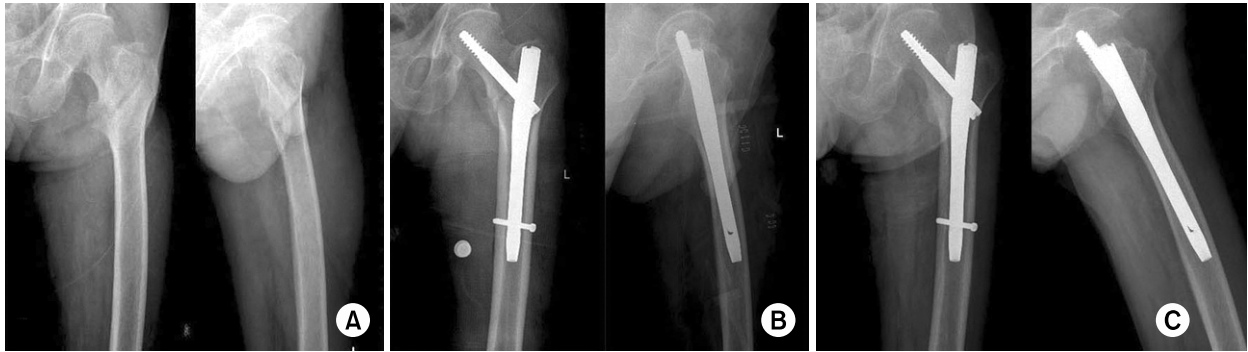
(A) 80 year old male patient presented with intertrochanteric fracture as AO/ASIF classification A2.1. (B) Postoperative radiographs show acceptable reduction and well positioned lag screw. (C) Postoperative 6 months radiographs show minimal sliding of lag screw and well unite fracture site.
